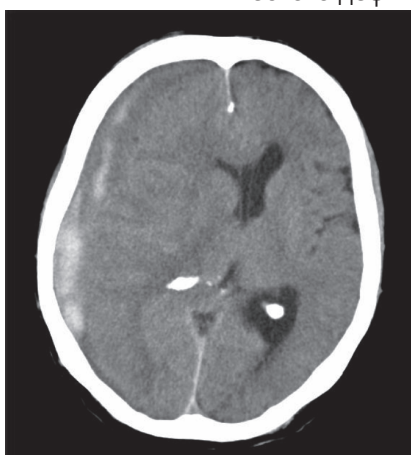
Пациент С., 40 лет. КТ- головного мозга на 3-и сутки
